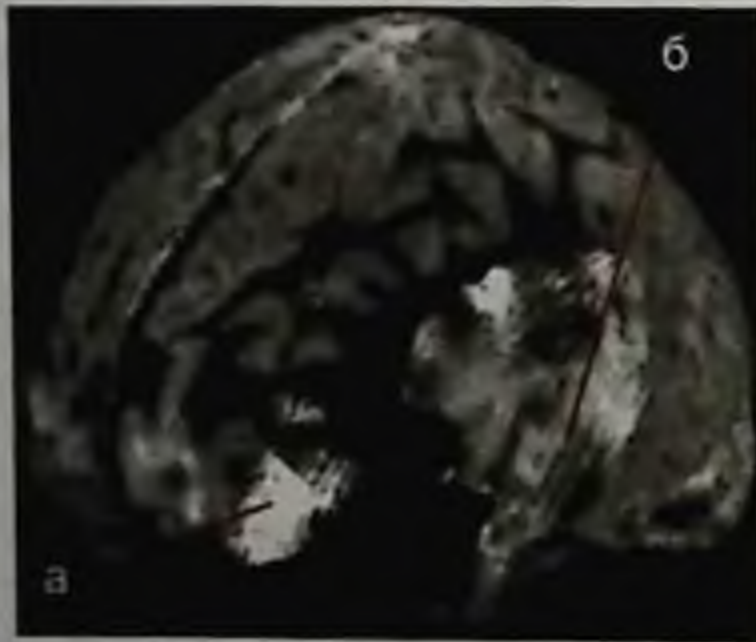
Ушиб головного мозга: а — полюса левой лобной доли средней степени (рисунок борозд сохранен); б — левой височной доли тяжелой степени (рисунок борозд нарушен). Компьютерная томограмма, трехмерная реконструкция
